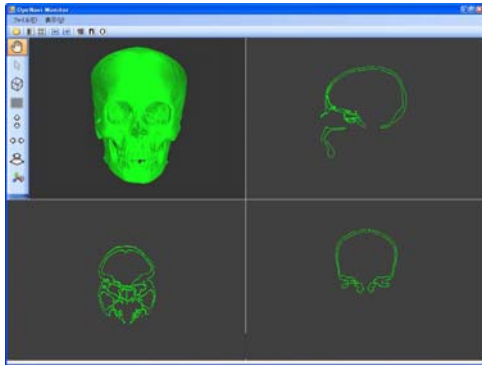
外部から取り込んだCTデータの表示と位置校正
